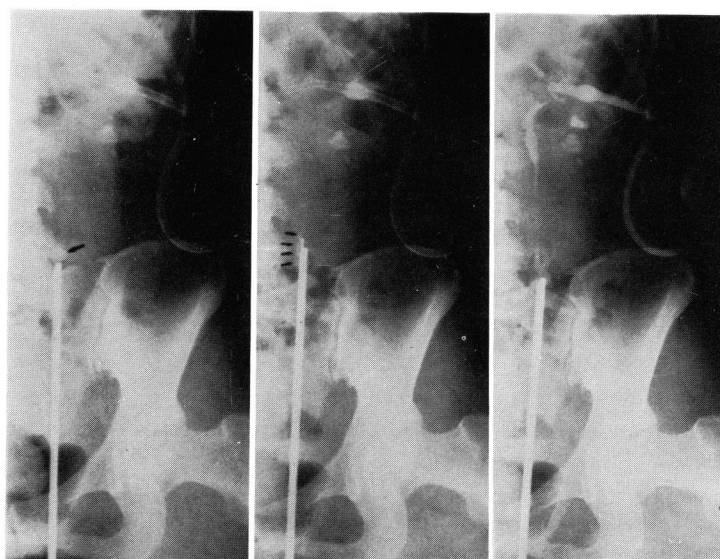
Arrow indicates left ureteral stone adjacent to ureterorenoscope (left). Arrows indicate stones fragmented by ultrasonic lithotripsy (middle). No residual ureteral stone on nephrostelography (right). Renal stones were separately extracted by ultrasonic nephrolithotripsy.
